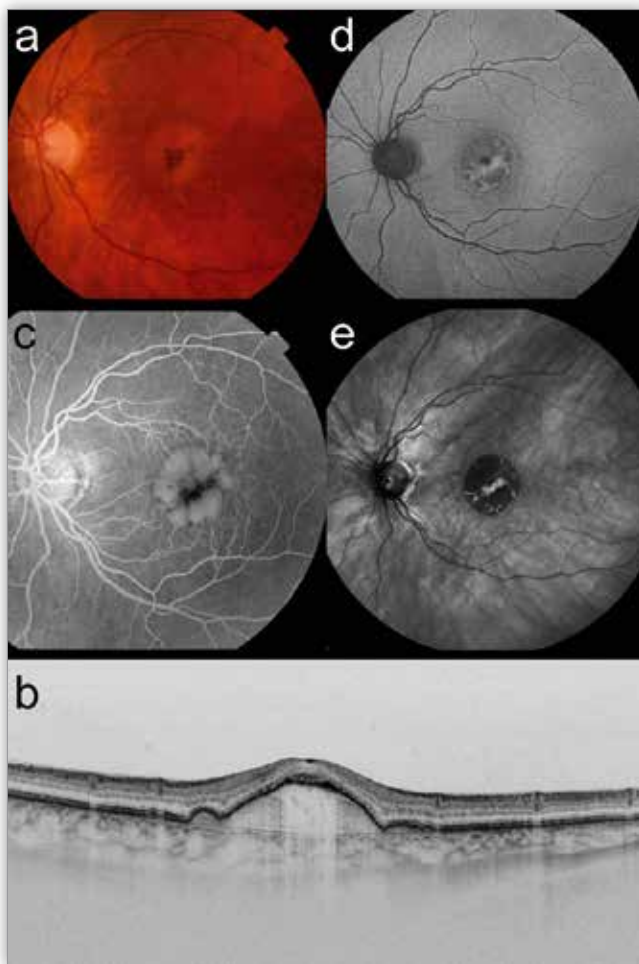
Soft drusen: a – color fundus photography, b – swept-source optical coherence tomography, c – fluorescein angiography, d – fundus autofluorescence, e – infrared fundus photography.
